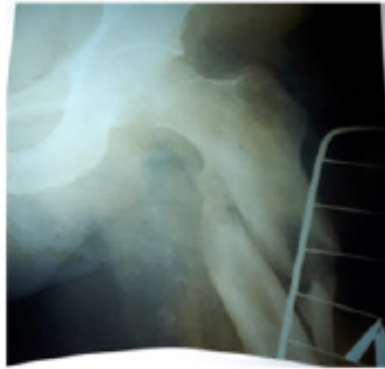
Рентгенограмма левого тазобедренного сустава в день травмы. Оскольчатый подвертельный перелом со смещением. Рентгенологически признаки остеопороза не выражены
